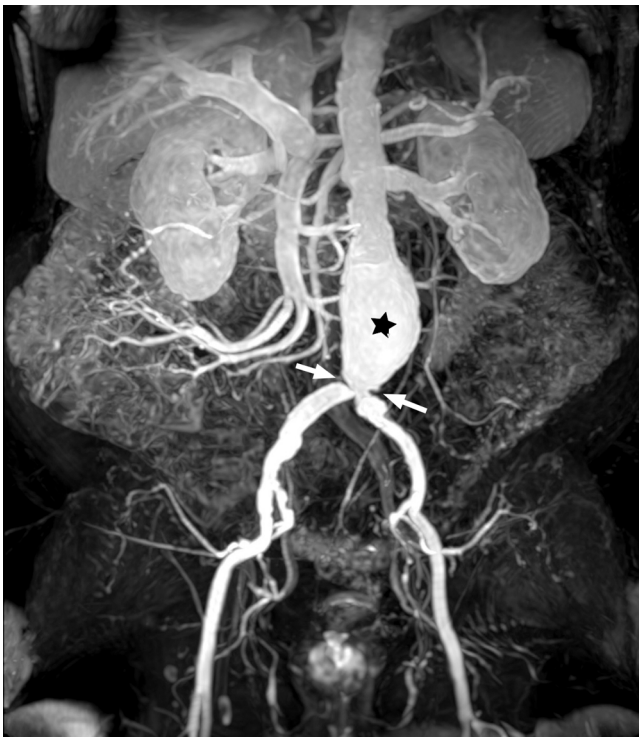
Varón de 80 años. La angio-RM T1-TEG 3 D en el plano coronal demuestra un aneurisma fusiforme infrarrenal (asterisco) y estenosis en confluencia aorto-iliaca (flechas). Angio-RM: angiografía por resonancia magnética; TEG: turbo eco de gradiente.
